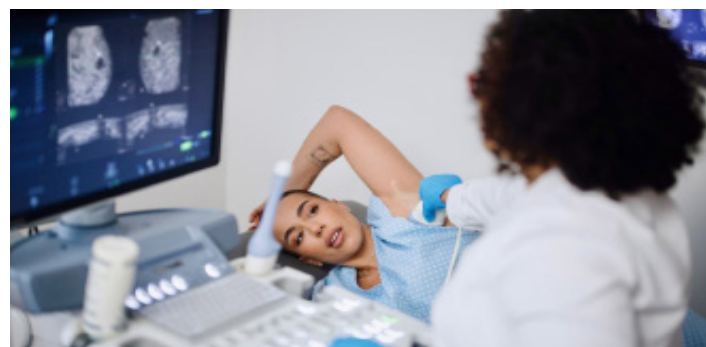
Ultrazëri i gjirit (<https://www.goodrx.com/conditions/breast-cancer/ultrasound-for-breast-cancer-diagnosis/>).
